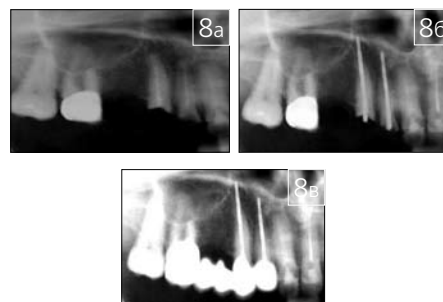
Рентгенограмма зубов пациента а — до операции ЭЭИ; б — после установки ТДИ, армированы зубы 1.4 и 1.5; в — диспансерное наблюдение завершено комплексного лечения
